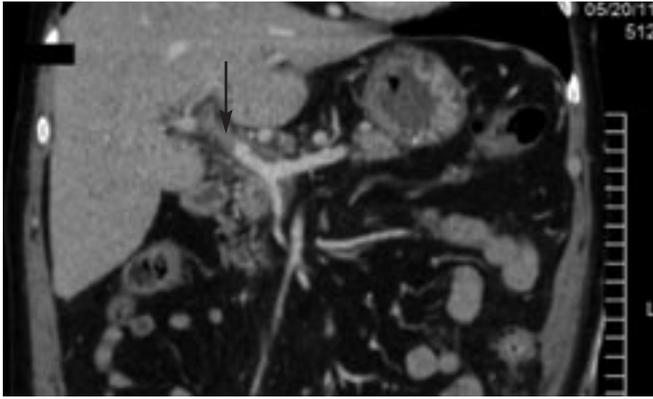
Компьютерная томограмма с контрастным усилением. Верхняя брыжеечная и селезеночная вены проходимы, воротная вена сужена, в ней определяется дефект контрастирования, размеры которого уменьшились
